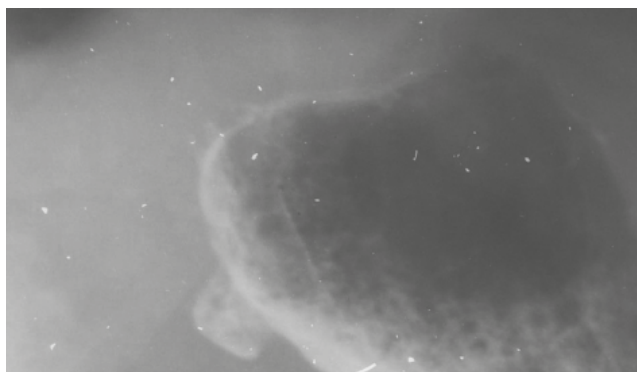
Рентгенограмма желудка в условиях двойного контрастирования. Дивертикул верхнего отдела желудка
